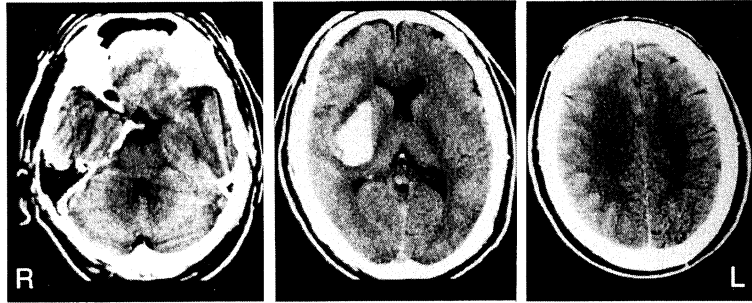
高血圧性右被殻出血例のCT所見(37歳, 男)
